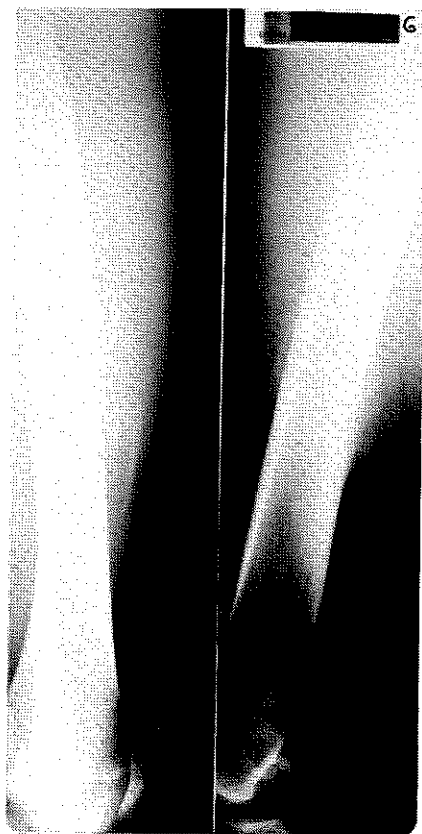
Radiographies du fémur gauche de la première observation, deux mois après le traumatisme. Présence du liseré clair caractéristique entre la MOT et la diaphyse fémorale.
